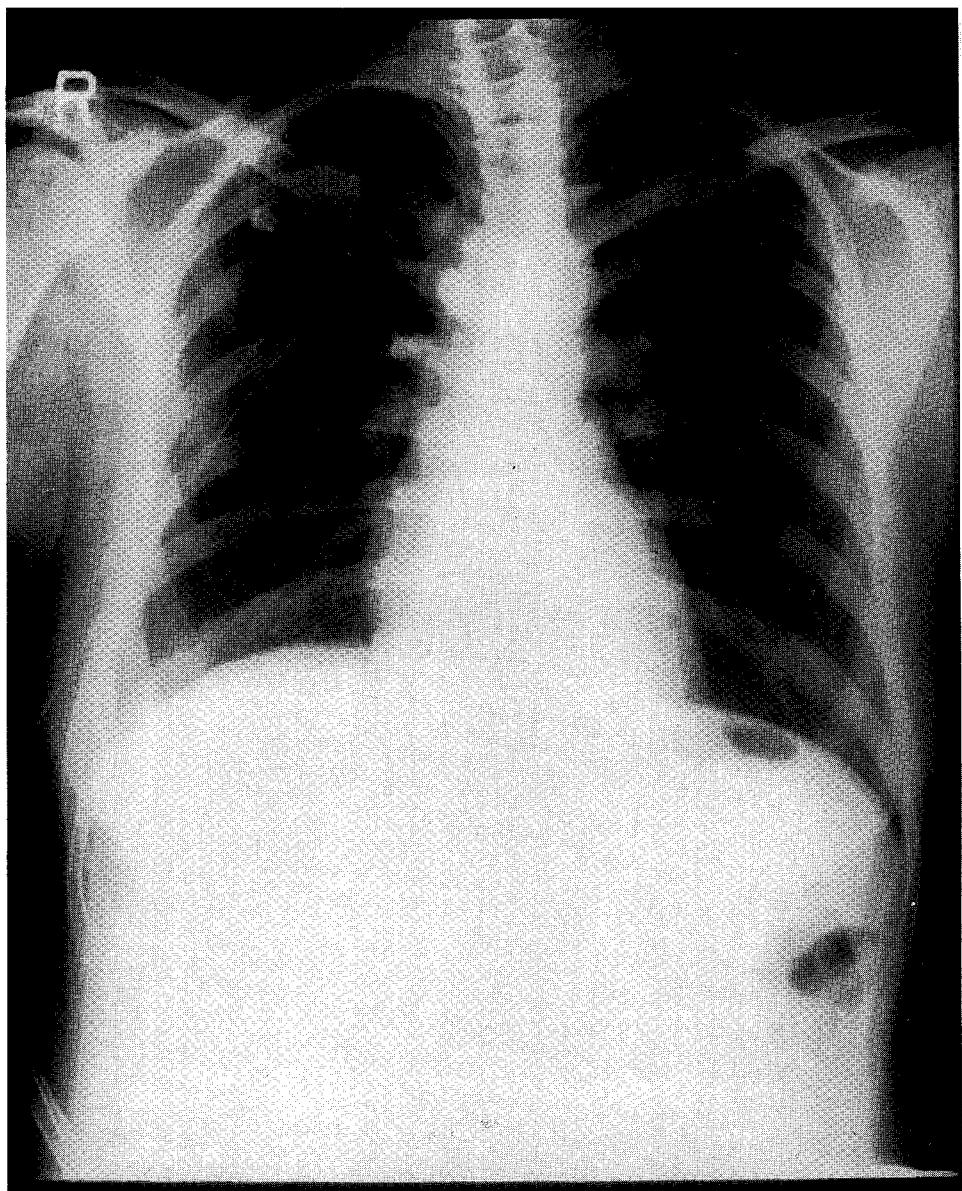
Chest radiograph shows marked improvement of pleural effusion just before removing the chest tube
